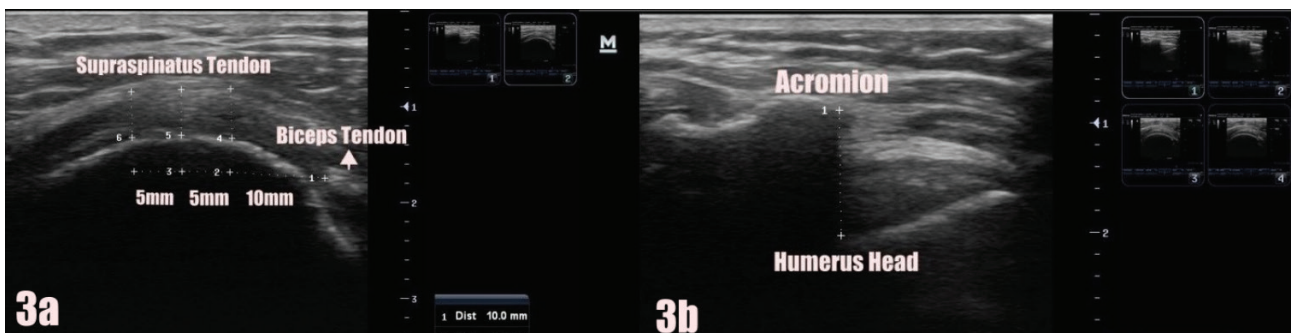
(a) Ultrasonographic measurement of supraspinatus tendon thickness. (b) Ultrasonographic measurement of acromiohumeral distance
